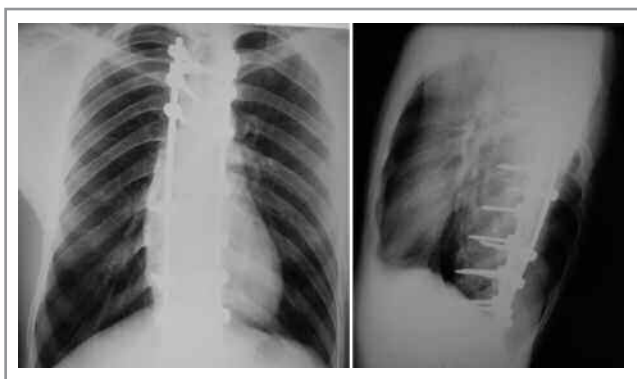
Рентгенограммы пациента Г. Транспедикулярная винтовая система для фиксации груднопоясничного отдела позвоночника.
